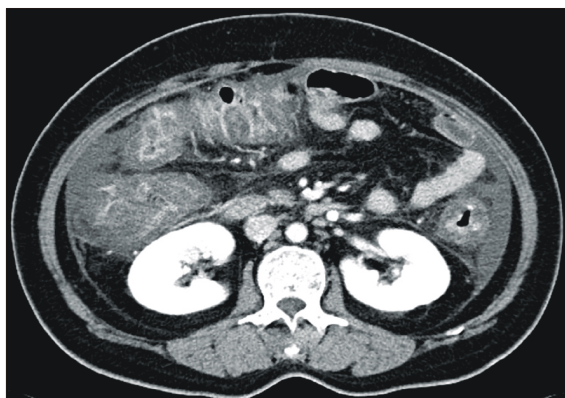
Abdomen CT scan. It shows moderate amount of ascites caused by complicated pseudomembranous pancolitis.
